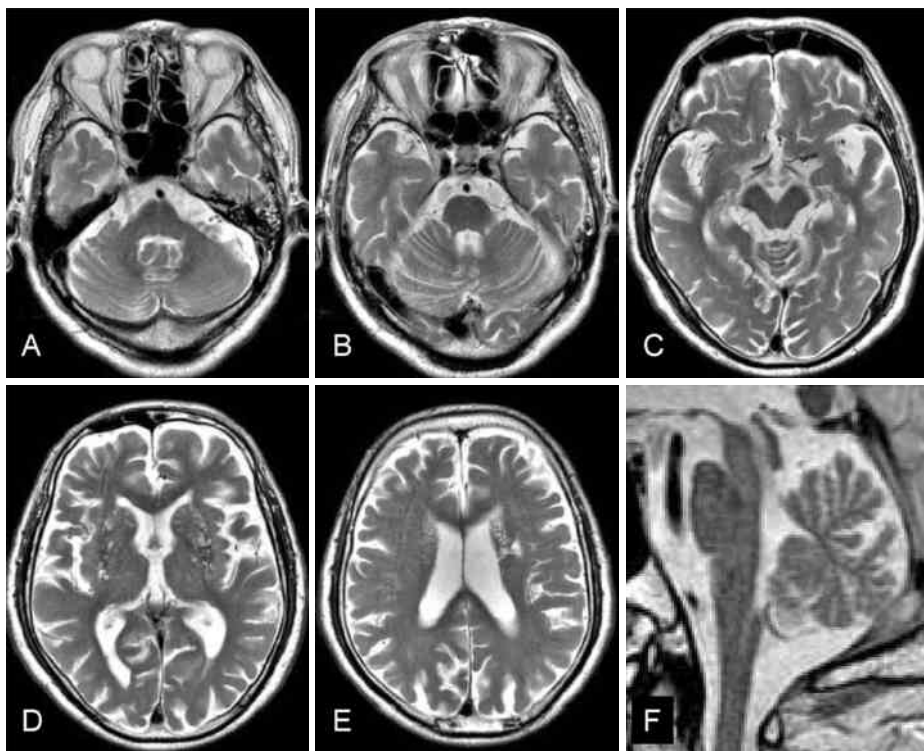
X-5年9月頭部MRI T2強調画像。A～E：水平断。F：脳幹・小脳正中矢状断。小脳・脳幹を含めて脳全体に軽度～中等度の萎縮あり。橋横走線維の著しい変性所見は見られない。左放線冠にラクナ梗塞。両側基底核部に拡大した血管周囲腔が目立つ。
